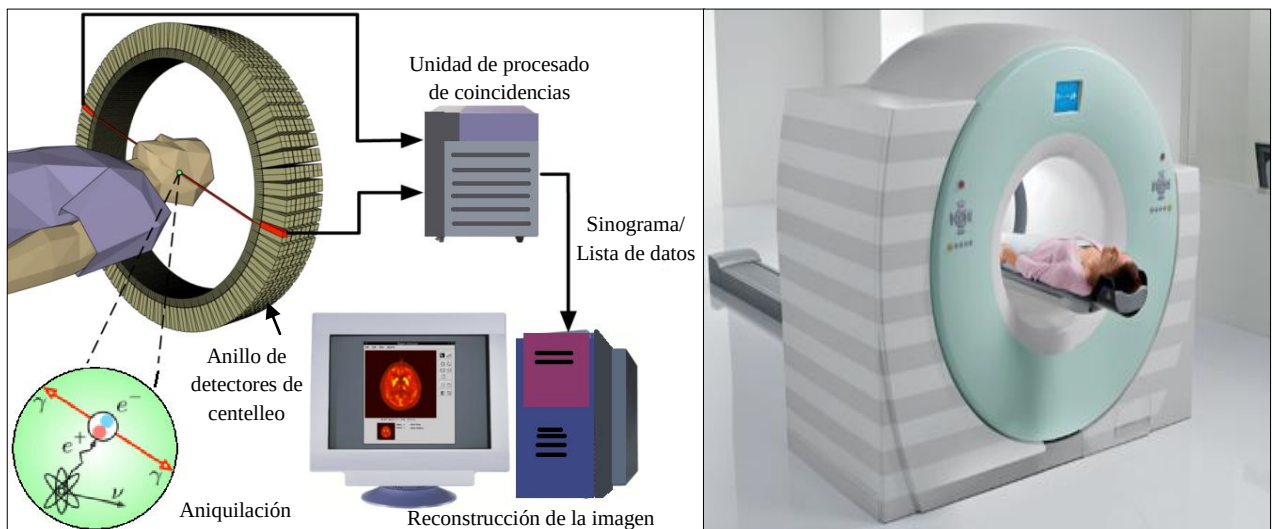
Tomógrafo PET, posición del paciente dentro del gantry.
